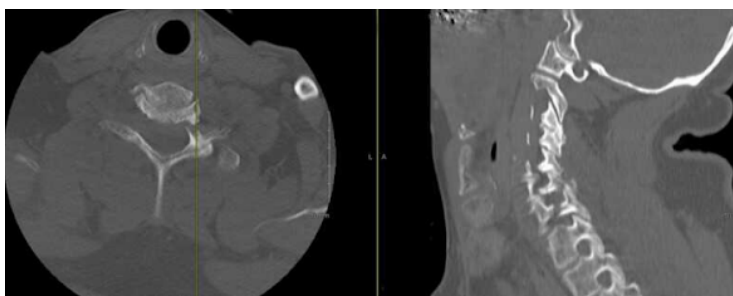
Tomografía computarizada de columna cervical en corte axial y sagital, evidenciando muestra una tomografía computarizada fractura que se extiende desde el pedículo izquierdo de C7 hasta la lámina de C6.
